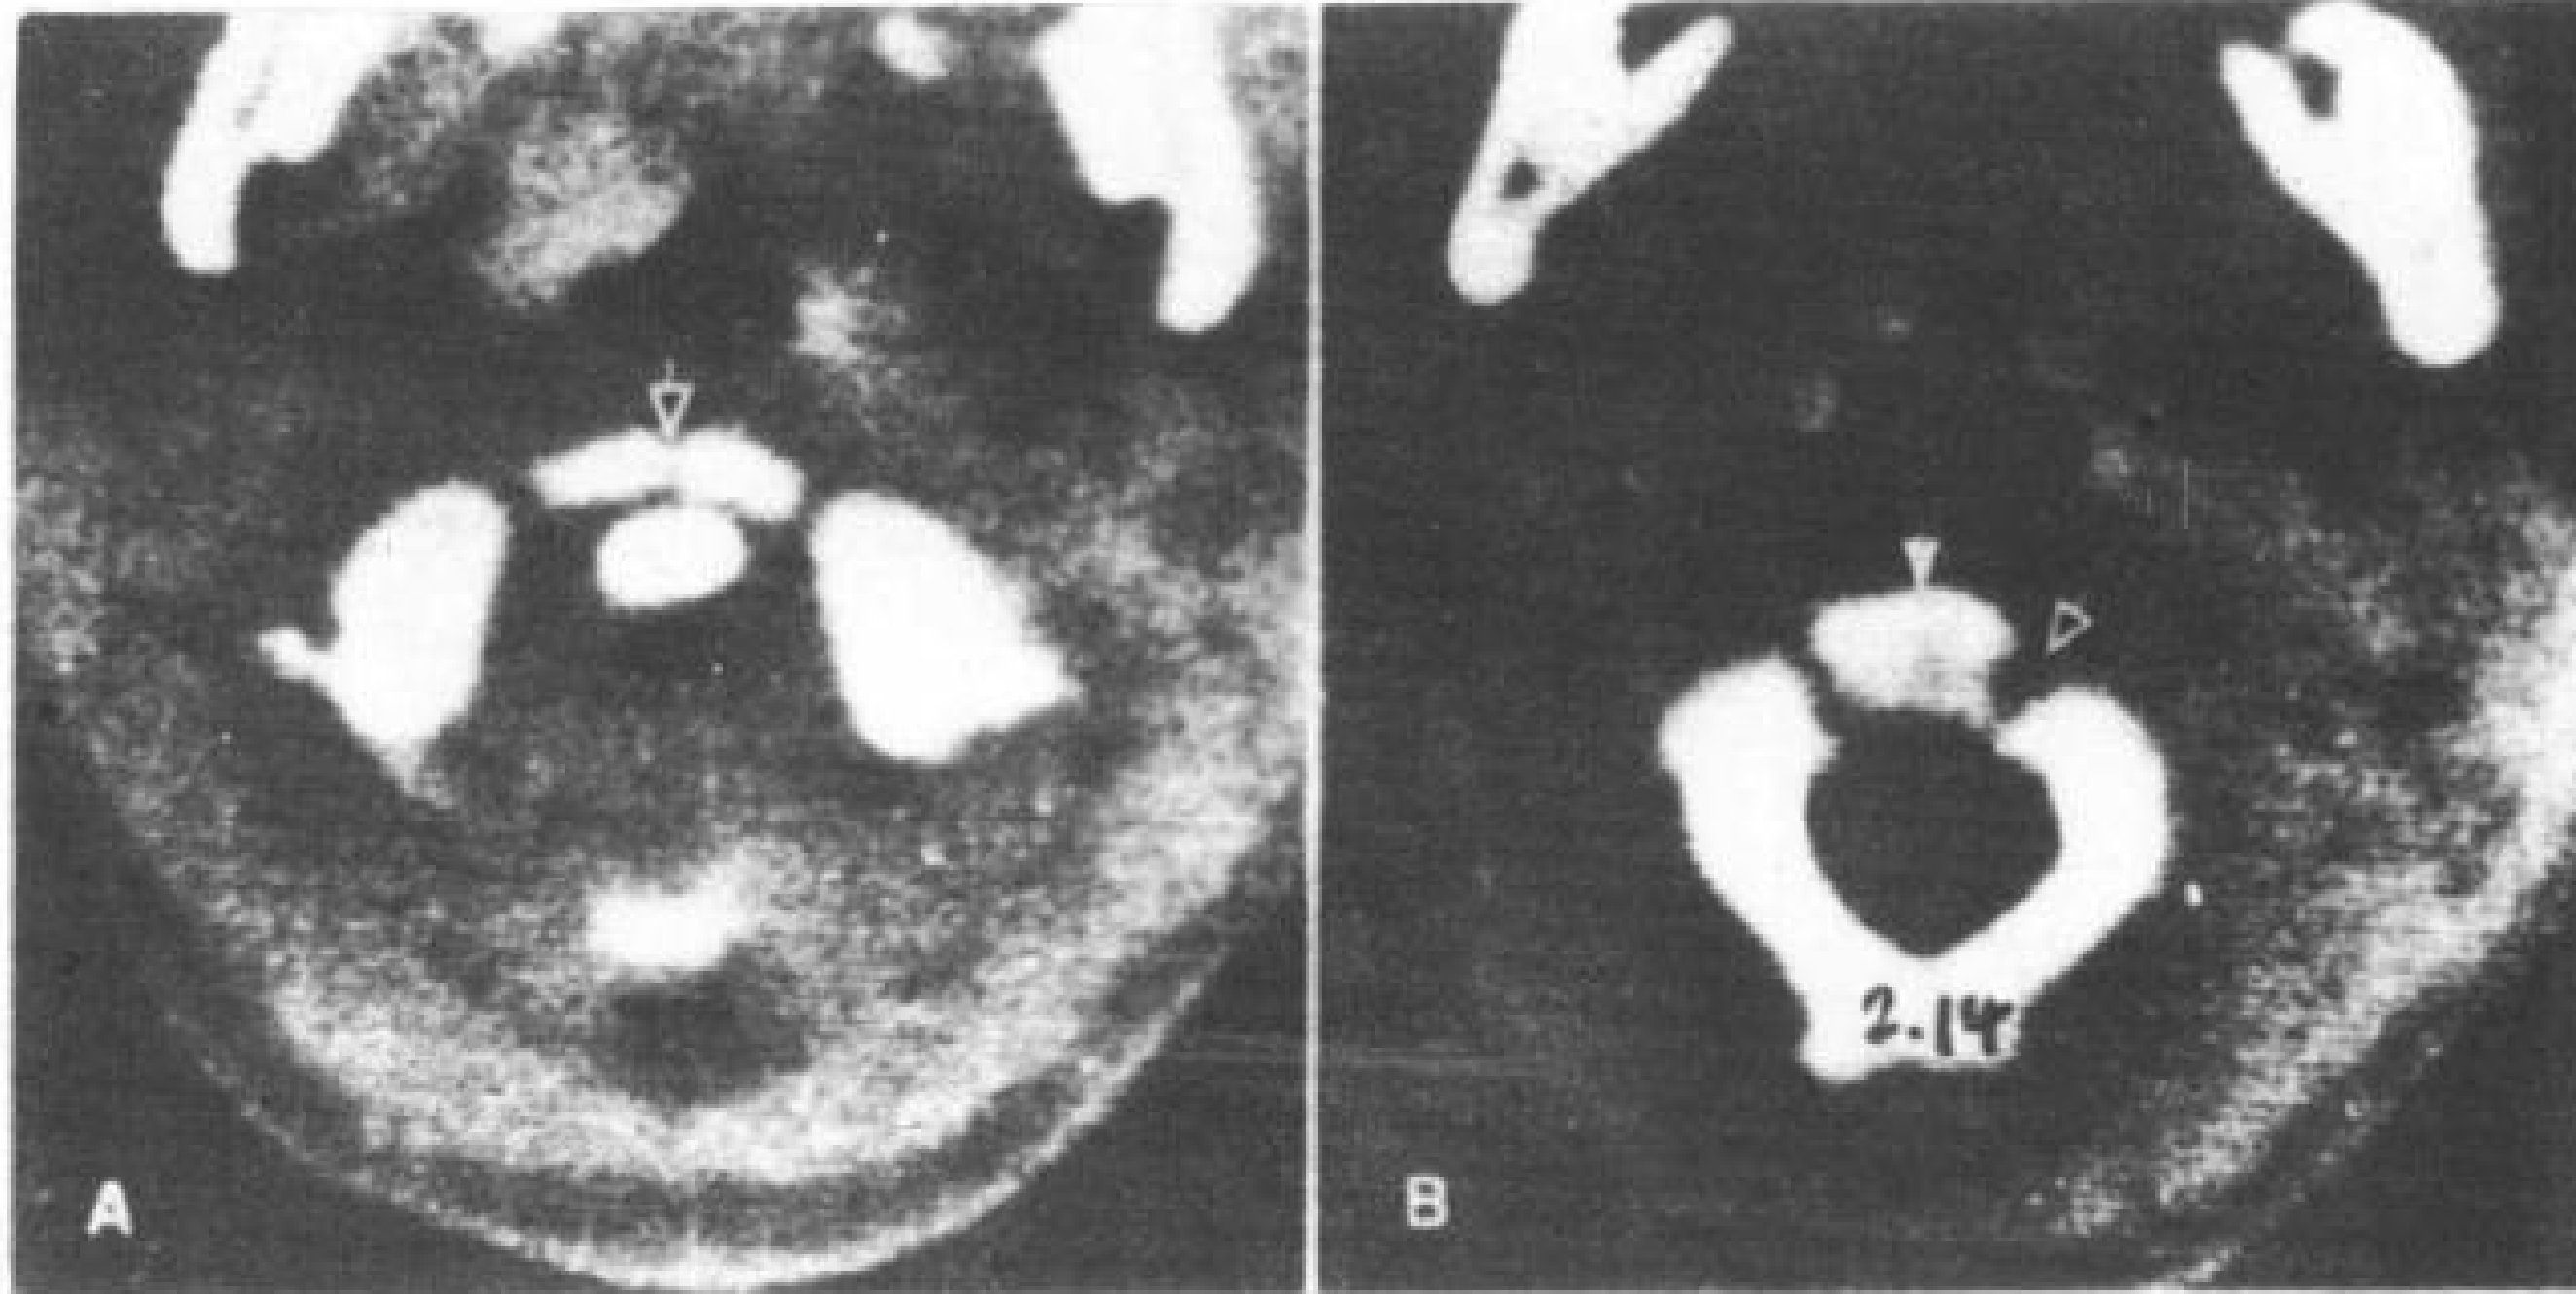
二岁男孩的  $C_1 \sim C_2$  段。轴位 CT 扫描。
